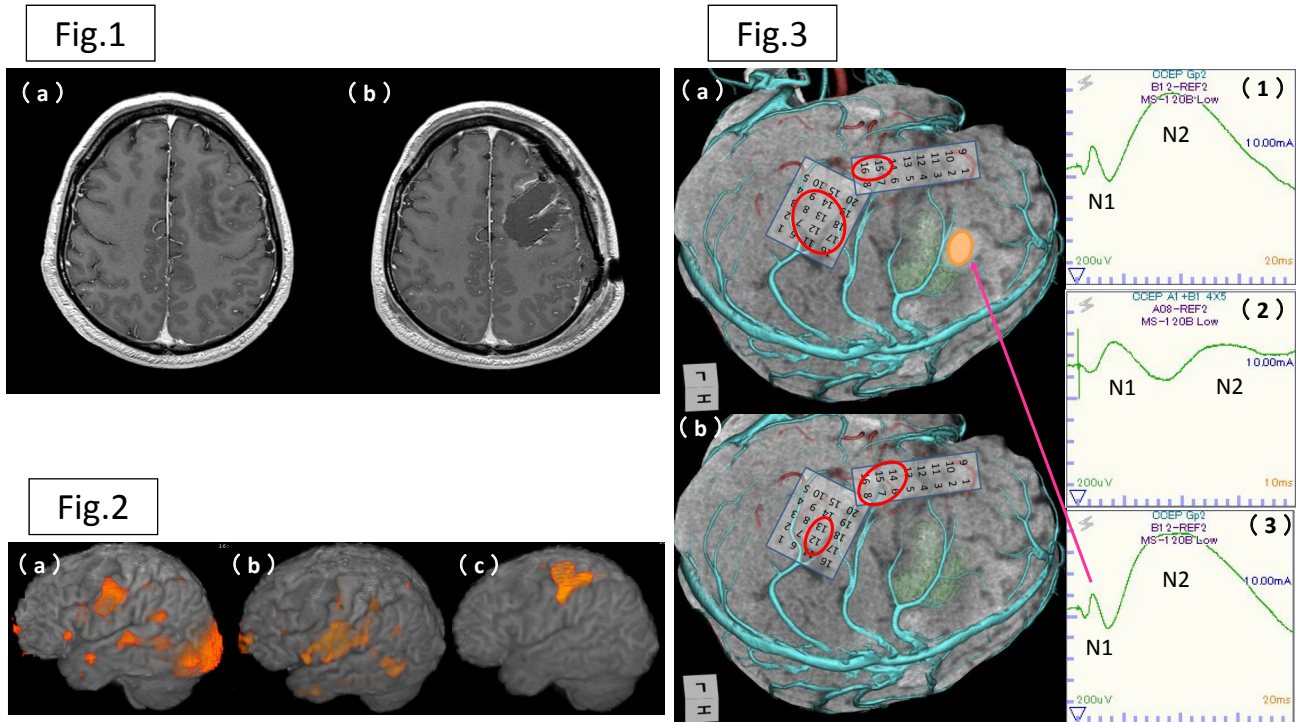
52歳男性，左前頭葉 anaplastic oligodendroglioma 頭部 MRI (T1Gd) (a) 術前 (b) 術後
